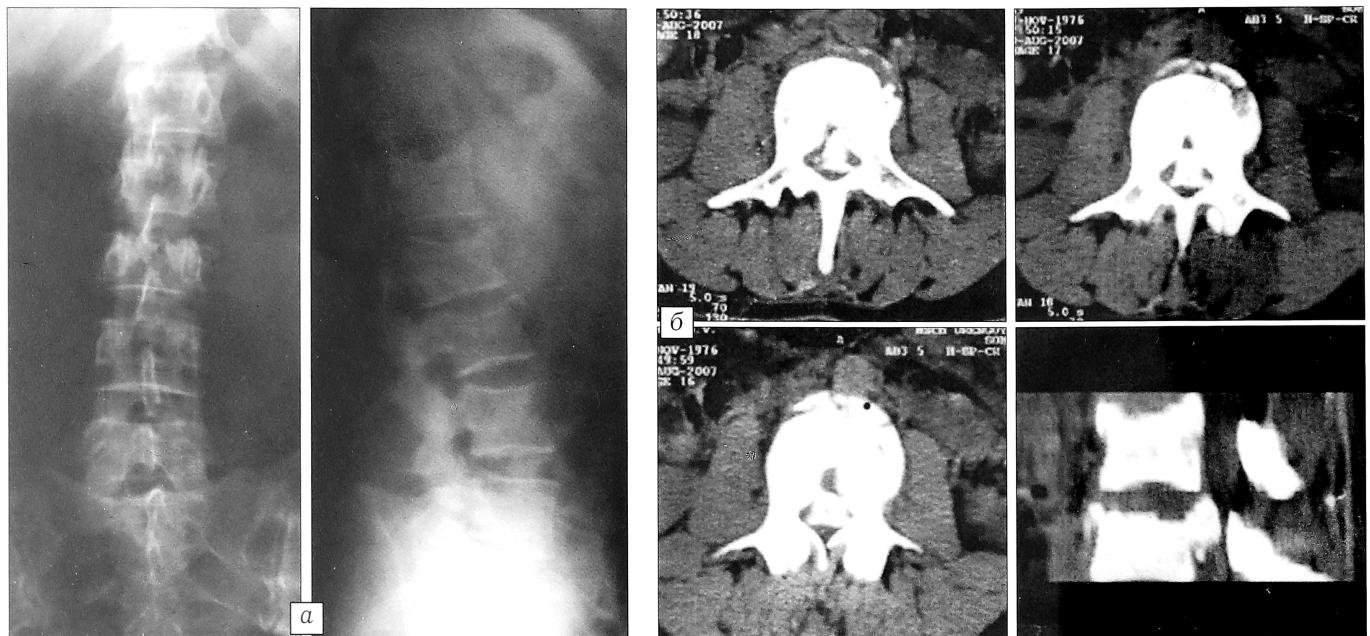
Рентгенограммы (а) и компьютерные томограммы (б) больной М. с компрессионно-оско́льчатым переломом позвонка L3, критическим стенозом позвоночного канала на этом уровне и переломом краиновентрального угла позвонка L2.
